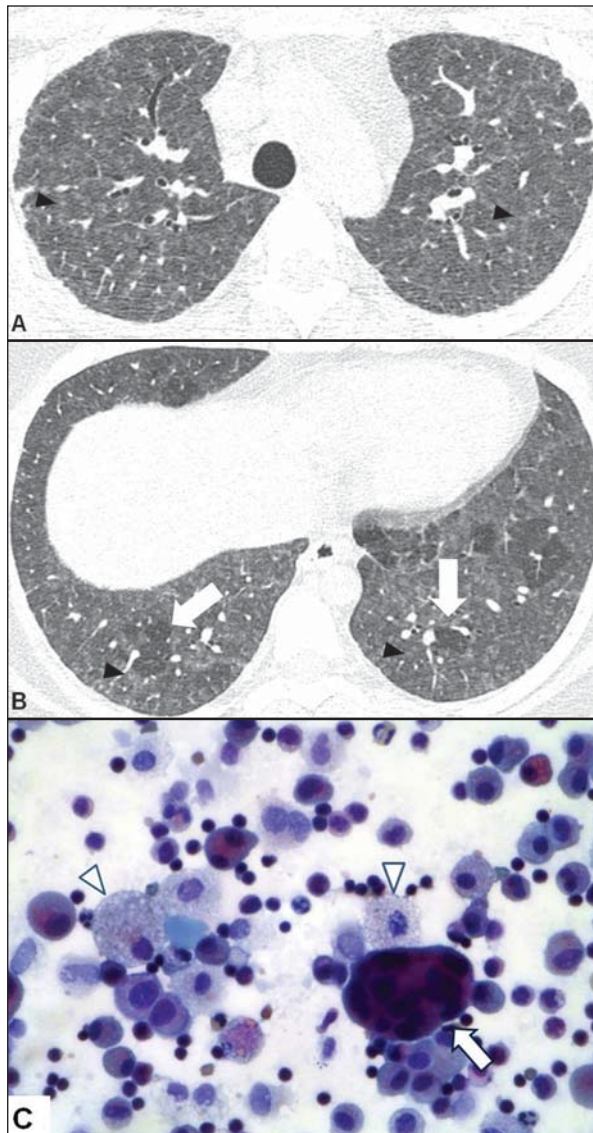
Paciente do sexo feminino, 22 anos, exposição ambiental a patos. A,B: Imagens axiais de tomografia de alta resolução do tórax mostrando vidro fosco e micronódulos centrolobulares (cabeças de setas), além de aprisionamento aéreo basal, por vezes lobular (setas em B). Opacidades reticulares incipientes em A, indicando fibrose inicial. C: Lavado broncoalveolar em coloração Papanicolaou mostrando célula gigante multinucleada (seta), histiócitos espumosos (cabeças de setas) e linfócitos.
